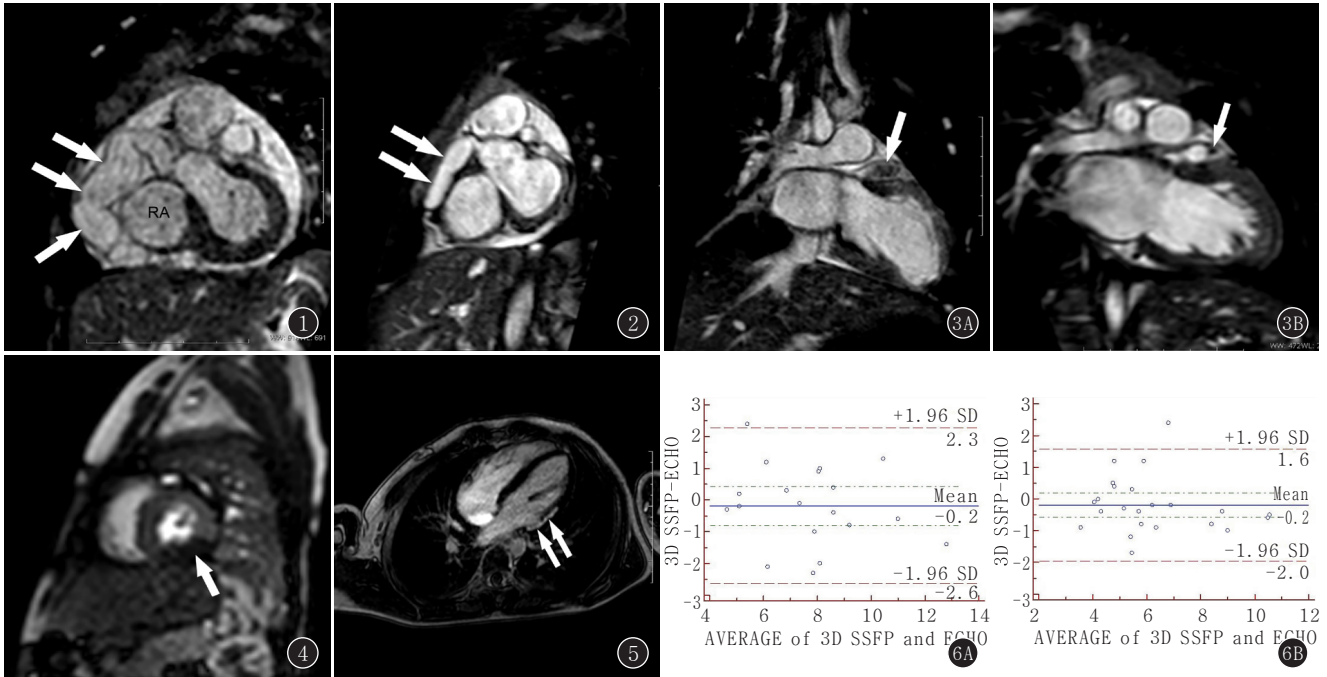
男,5 岁,心率 131 次/min,伴心律不齐,RCA 全程瘤样扩张。RA=右心房 图 2 3D-SSFP MIP 显示 RCA 近端、中段瘤 图 3A,B 男,6 岁,LAD 瘤样扩张伴血栓形成。A.治疗前;B.治疗后 图 4 心肌灌注成像显示心尖左心室下壁充盈缺损 图 5 LGE MRI 显示左心室基底下侧壁心内膜下及肌层延迟异常强化 图 6A,B 3D SSFP 和 ECHO 冠状动脉瘤的最大径测量结果的 Bland-Altman 图。A.RCA;B.LAD
